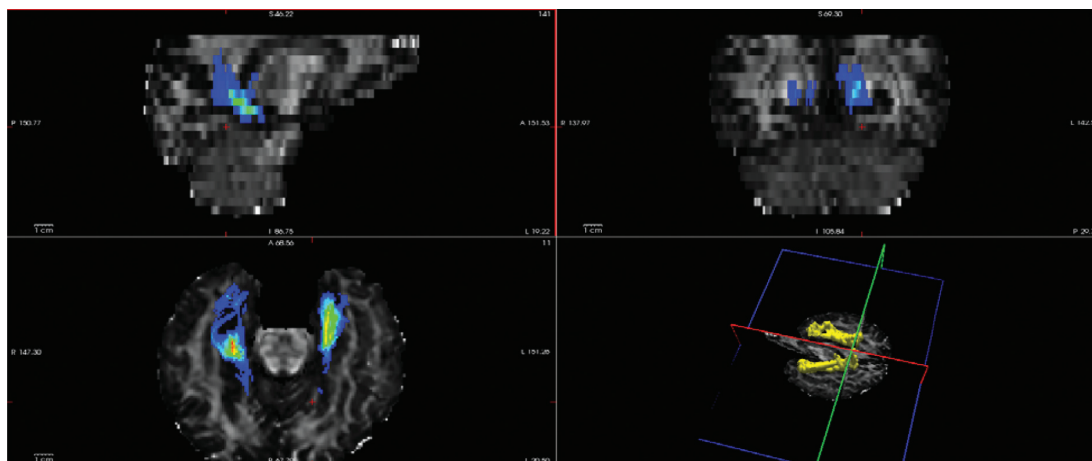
Ход углового пучка поясной борозды (cingulum — angular bundle) по данным МРТ
